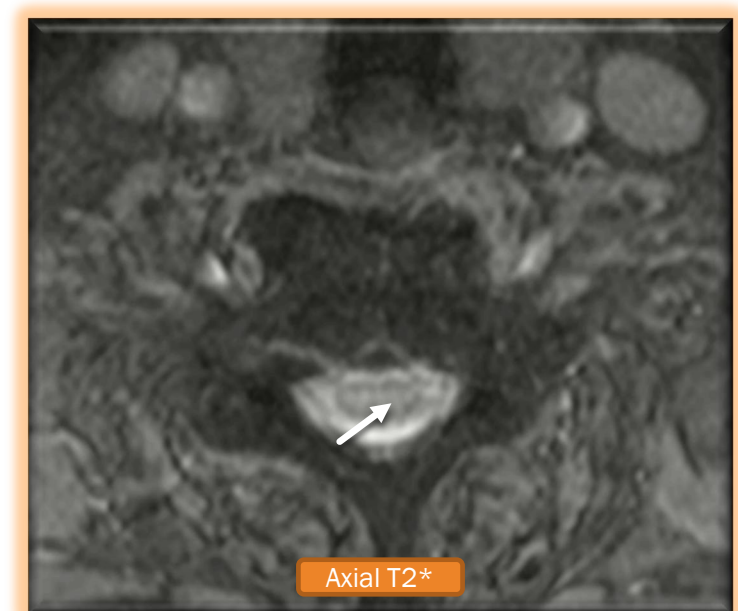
RM de columna dorsal (A) Axial T2*. Paciente con herida por objeto contuso se observa pequeña área focal de baja señal en la medula espinal de ubicación periférica (flecha blanca), la cual podría corresponder a componente hemático en primera instancia.
